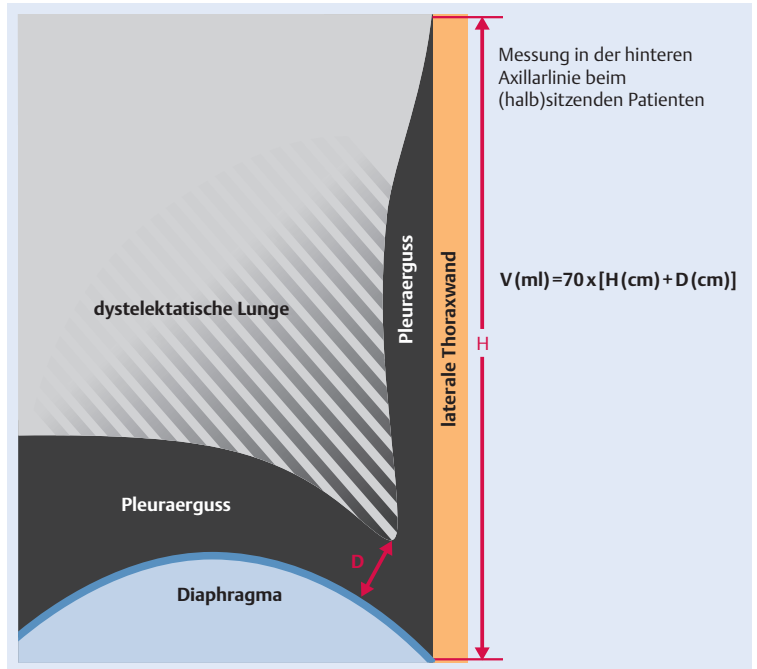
Sonografische Abschätzung der Ergussmenge eines Pleuraergusses.
